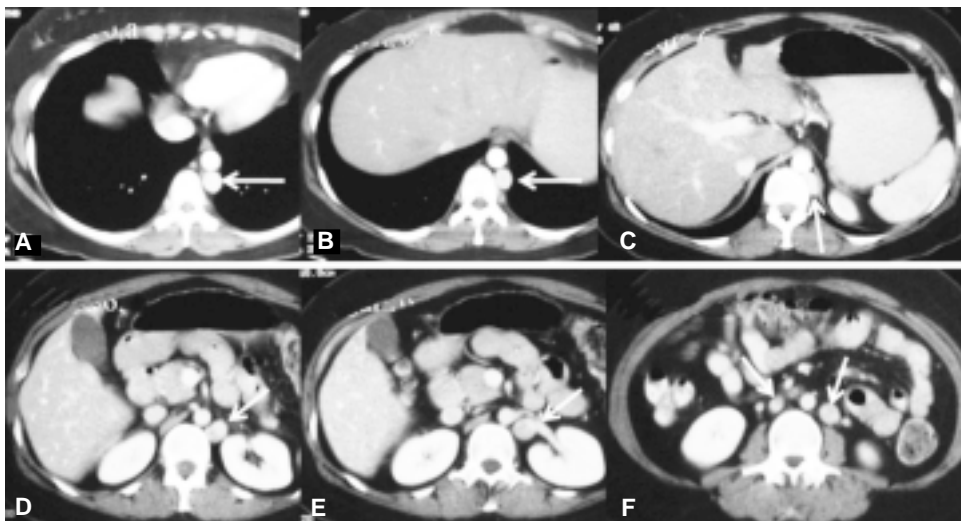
A y B) Cortes axiales de TC en fase intermedia arteriovenosa, en donde se señala una vena hemiácigos intratorácica con diámetro prominente. C) Se observa a la vena hemiácigos cruzando a través de la crura diafragmática hacia la cavidad abdominal. D y E) Muestran como la vena hemiácigos proporciona el drenaje a la vena renal izquierda. F) Se señalan dos estructuras vasculares venosas situadas a cada lado de la aorta que corresponden a la duplicación de la VCI.
